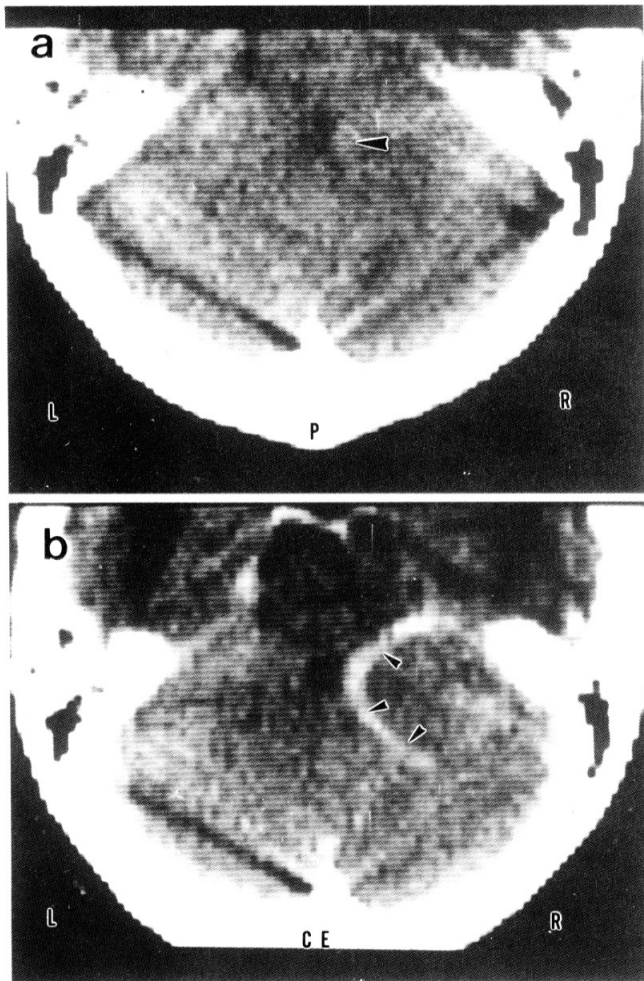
Plain CT (a) shows slightly high-density node at the superolateral corner of the fourth ventricle (arrowhead), which is identical with a part of the well-enhanced curvilinear structure (arrowheads) of the enhanced CT (b).
